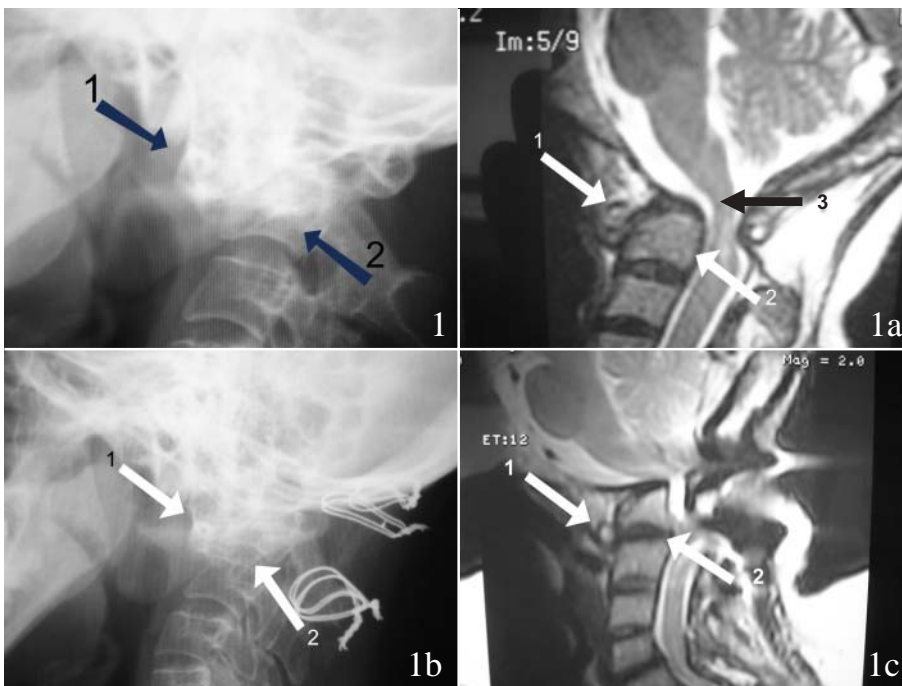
“Telescopamiento”. Cronología cervico-occipital: rayos X lateral preoperatorio de la UOC; la flecha 1 nos muestra el arco anterior de C1 y la flecha 2 el cuerpo de C2 prácticamente articulado con C1. Esta es una sencilla evidencia de impresión basilar. 1a. Mismo paciente en proyección sagital de resonancia magnética de la UOC. Observen de nuevo la flecha 1 y 2, la flecha 3 señala a la unión bulbomedular. Esta es una contundente evidencia de impresión basilar. 1b. Mismo paciente con rayos X lateral a 2 años postoperatorios de una fijación con injerto autógeno óseo y alambre en la UOC. La flecha 1 nos muestra el arco anterior de C1 y la flecha 2 el espacio intervertebral de C2-C3 prácticamente articulado con C1. Esta es una sencilla evidencia de telescopamiento de la columna cervical en el foramen mágnum. 1c. Mismo paciente en proyección sagital de resonancia magnética en la UOC. Observen de nuevo la flecha 1 y 2. Esta es una evidencia contundente de telescopamiento de la columna cervical en el foramen mágnum.
